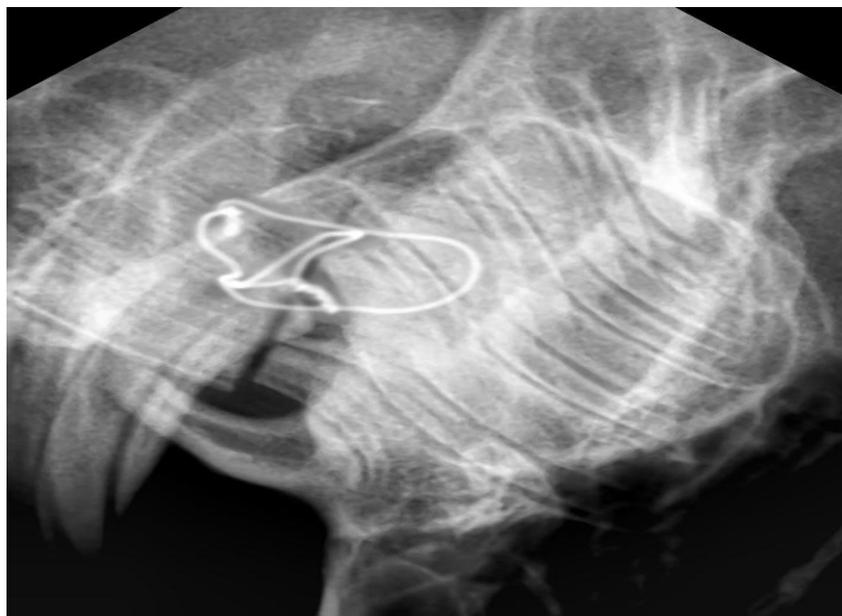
Рентгенограмма нижней челюсти лабораторного животного из группы сравнения
